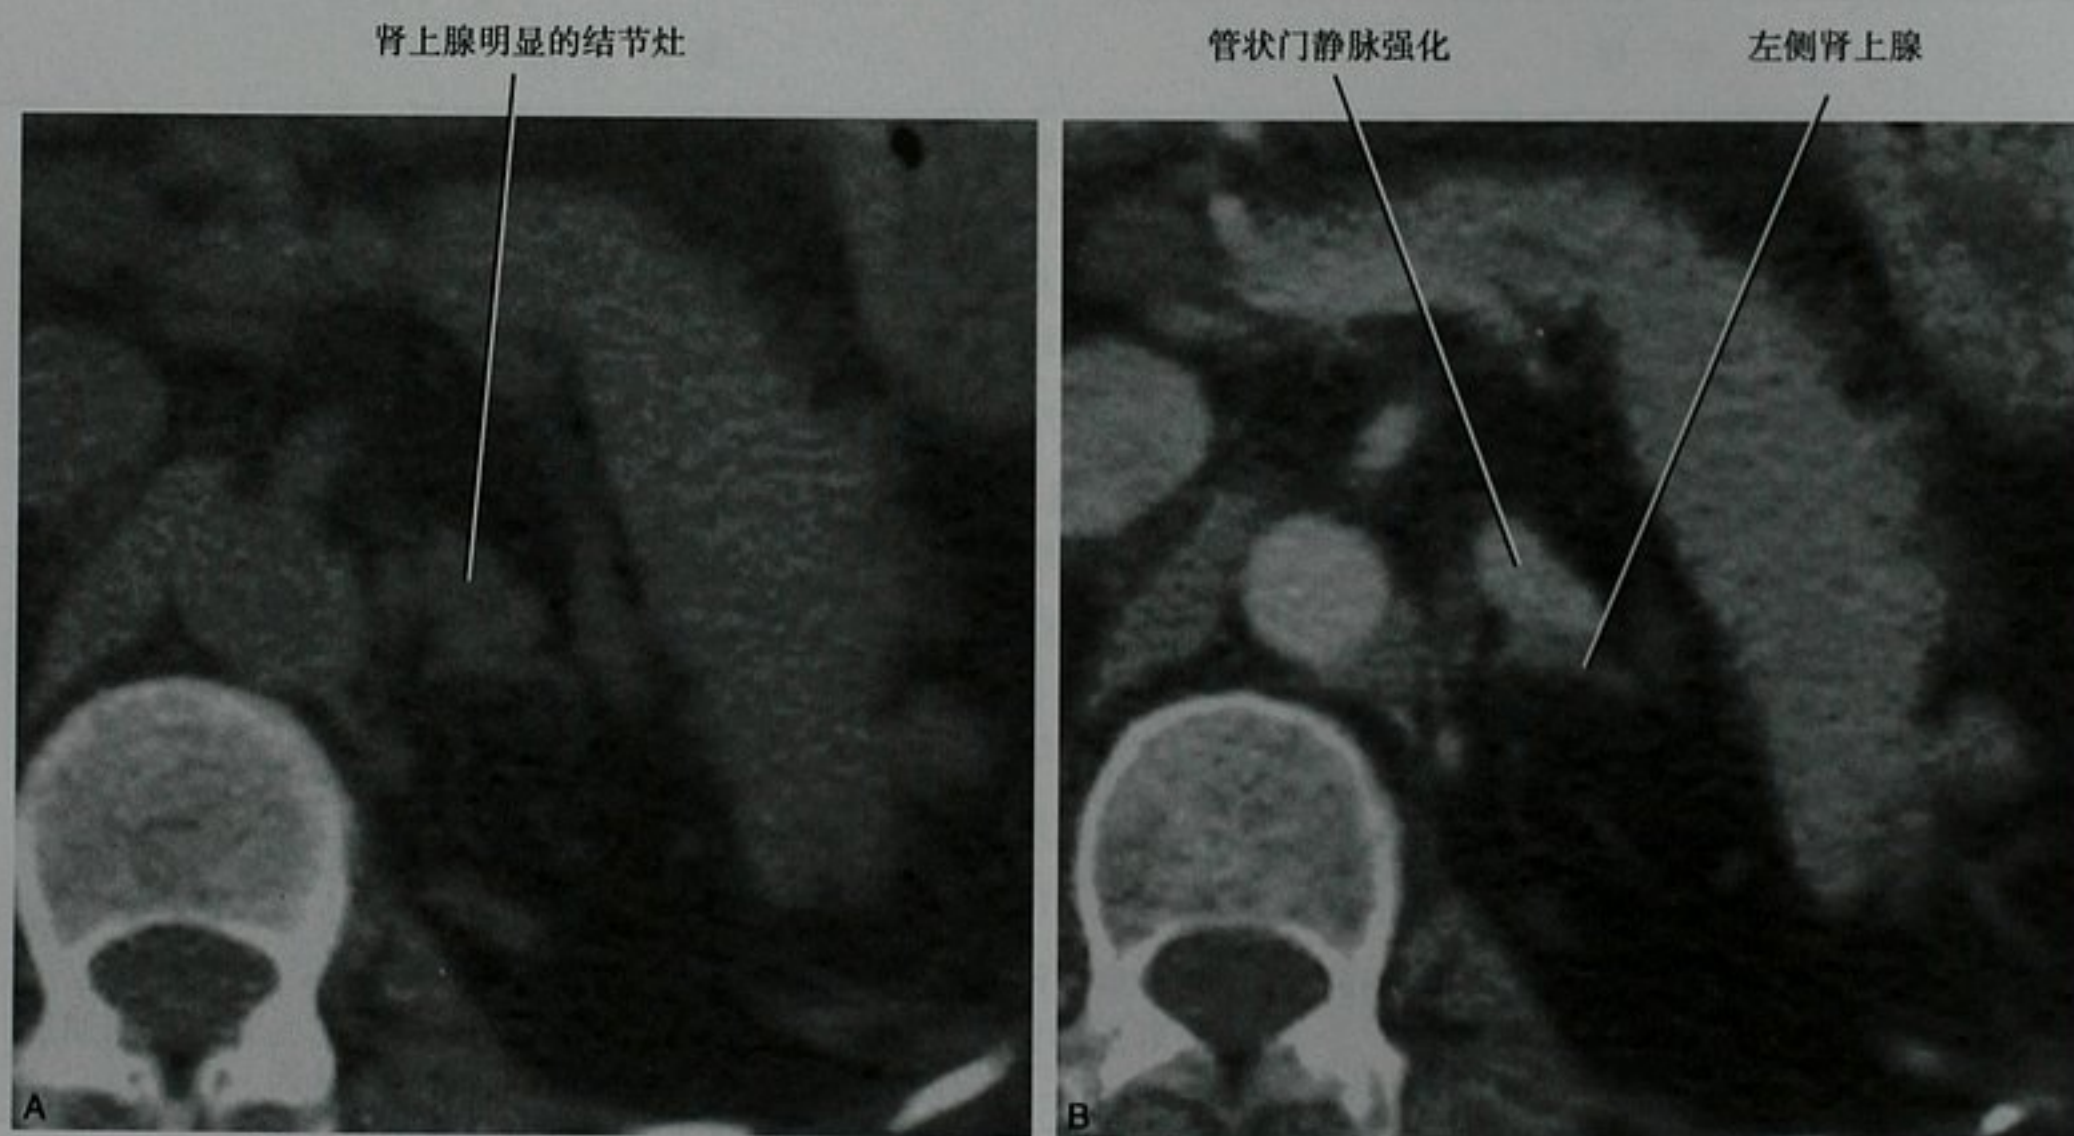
脾肾静脉曲张造成的肾上腺肿块假象。A. 平扫 CT 轴位图像显示左侧肾上腺体部明显的肿块; B. 增强门脉期轴位图像, 病变与其他门脉结构强化方式一致, 并与脾静脉相延续
